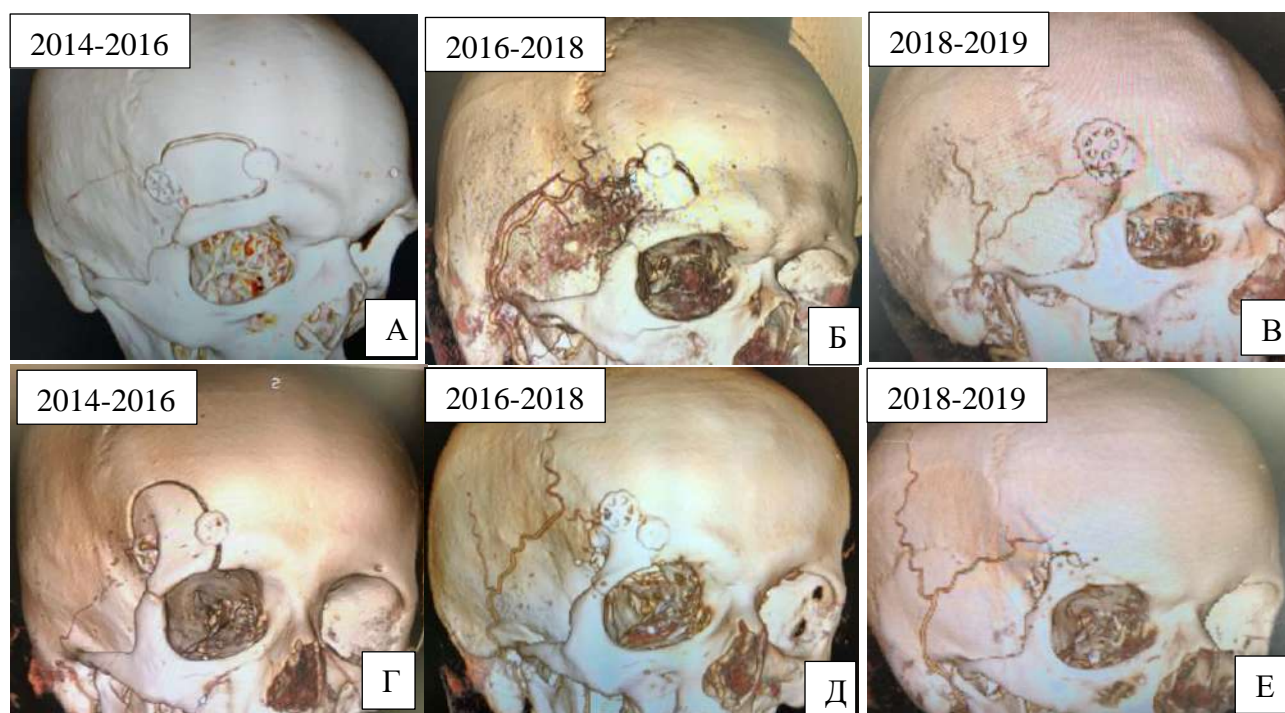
СКТ-краниография. Визуализируется поэтапное уменьшение супраорбитального (А,Б,В) и трансорбитального доступов (Г,Д,Е).
